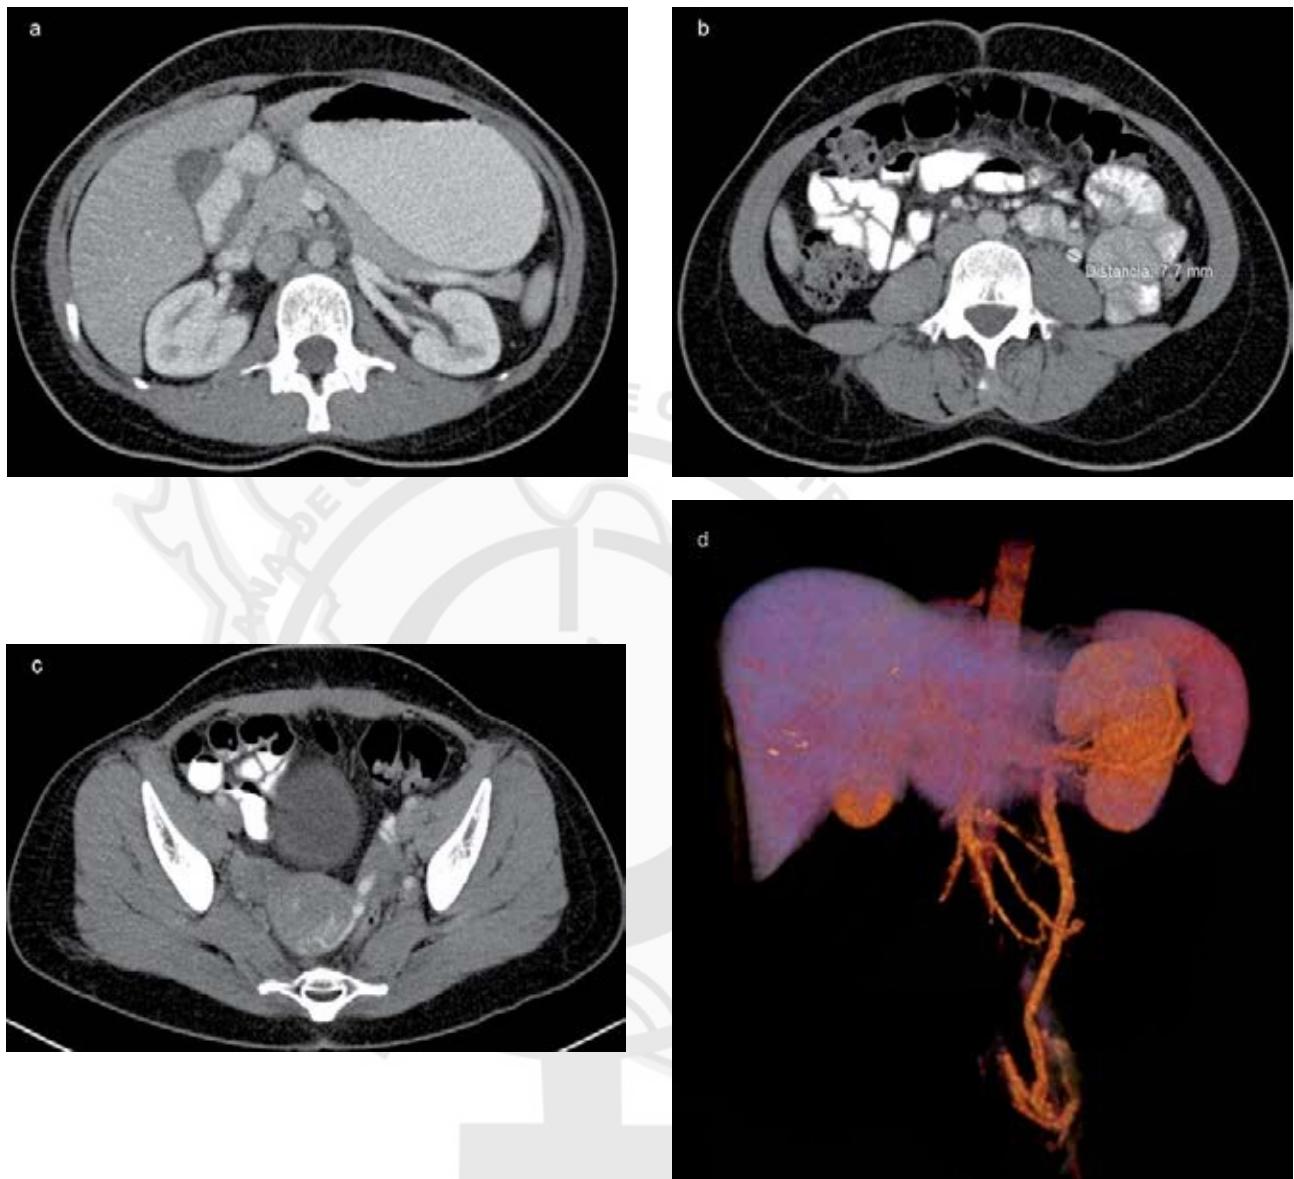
a-d. Paciente del estudio núm. 11, de 25 años, grupo clínico IV, grado II, imágenes de TAC en fase venosa que muestran: 4a, la vena gonadal izquierda dilatada en su origen con dimensiones de 0.9 cm; 4b, dilatación de la vena gonadal izquierda extendida hasta el hueco pélvico, con opacificación del plexo venoso uterino ipsilateral; 4c, opacificación del plexo venoso uterino izquierdo que delimita la imagen de conglomerado vascular a la izquierda de la línea media, lo que condiciona asimetría en el mapa vascular y quiste hemorrágico derecho y 4d, asimetría, dilatación y tortuosidad del plexo venoso uterino izquierdo.
